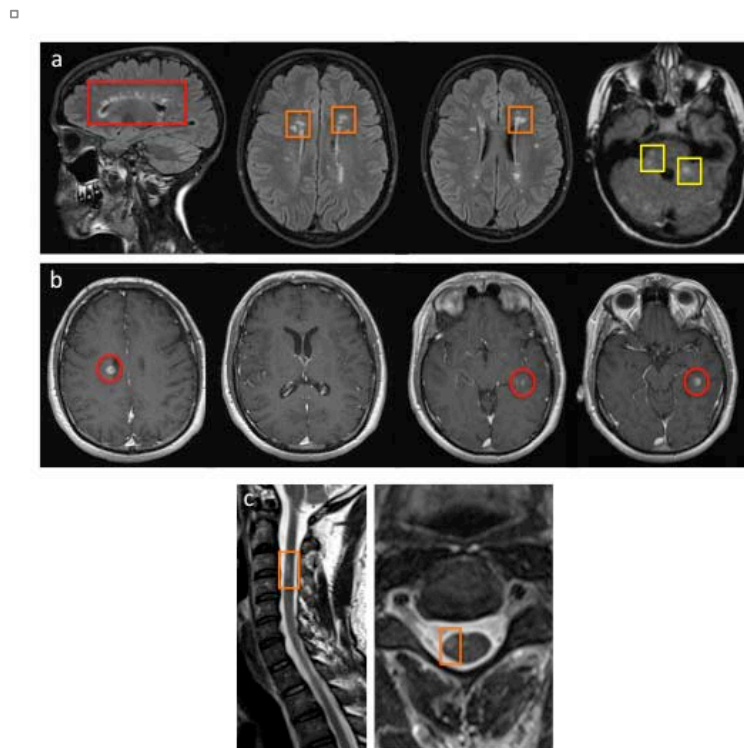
Resonancia magnética cerebral y medular en la esclerosis múltiple. La figura muestra las lesiones típicas de esclerosis múltiple que se observan en las secuencias potenciadas en T2 (a), en las secuencias potenciadas en T1 tras administración de contraste paramagnético (b) y en la médula espinal (c). Las lesiones típicamente afectan a la sustancia blanca cerebral, son ovoideas, hiperintensas en secuencias potenciadas en T2 (a), afectan frecuentemente al cuerpo calloso (rectángulo rojo) y a nivel cerebral se localizan en tres zonas típicas que permiten establecer el diagnóstico de diseminación en espacio: yuxtacorticales, periventriculares (cuadrados naranjas), e infratentoriales (cuadrados amarillos). En las secuencias potenciadas en T1, tras la administración de contraste paramagnético (b), las lesiones que se hayan formado más recientemente presentaran un realce, en este caso nodular (círculo rojo). En la médula espinal (c), las lesiones típicas de esclerosis múltiple ocupan habitualmente menos de un cuerpo vertebral de longitud y menos de la mitad del diámetro antero-posterior de la médula, localizándose frecuentemente en la periferia de la misma (rectángulo naranja).
